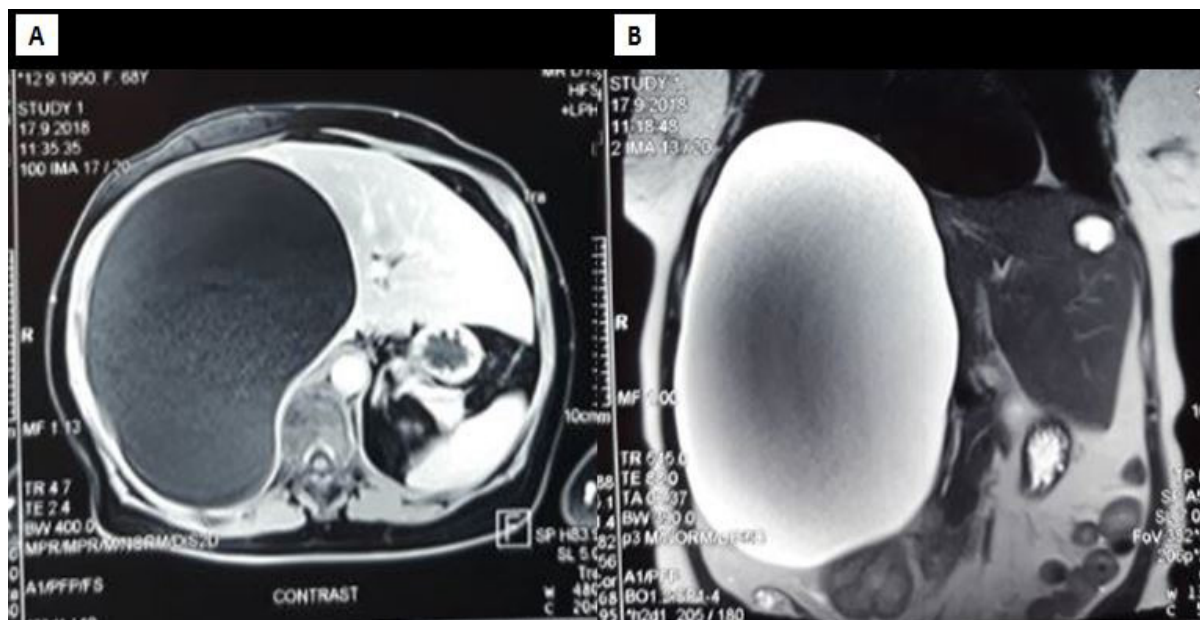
Abdominal MRI showing large liver cyst. (A) Transverse plane. (B) Coronal plane.
